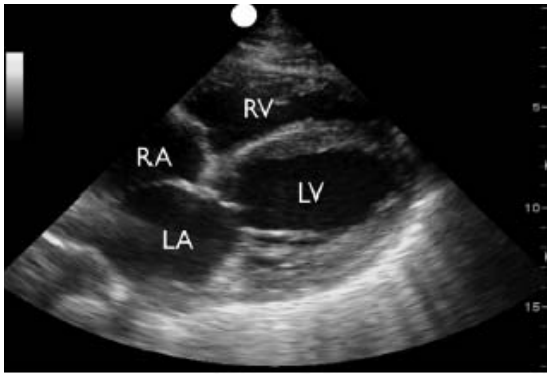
Sudut pandang parasternal aksis memanjang: efusi perikardial masif<sup>6</sup>.
